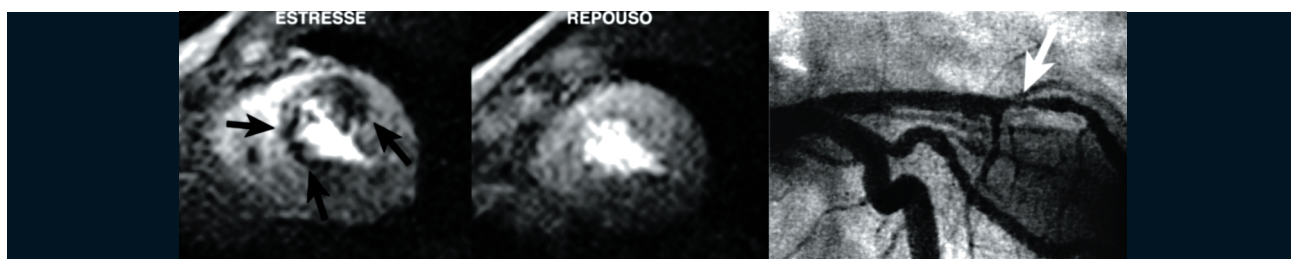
Perfusão miocárdica pela RMC durante estresse com dipiridamol mostrando defeito perfusional em território da artéria descendente anterior – ressonância magnética cardíaca (setas pretas). À direita, confirmação de lesão na artéria descendente anterior (seta branca) pela coronariografia convencional.
